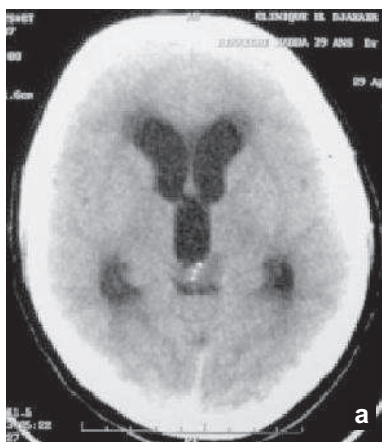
TDM pré et post opératoire d'un épendymome grade I après biopsie endoscopique et chimiothérapie.
